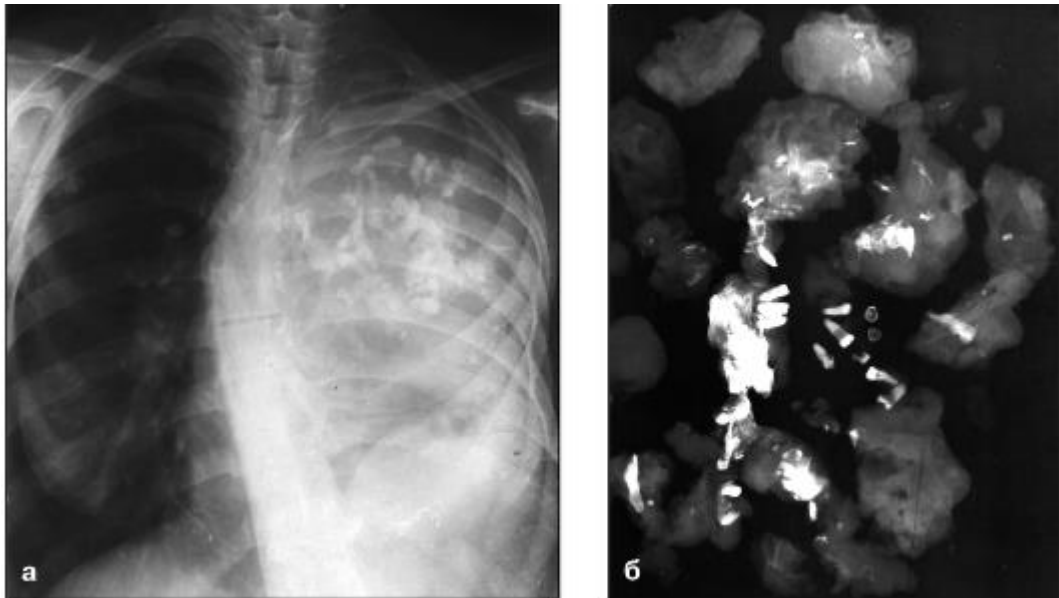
Рентгенограма Грудної клітини у прямій проекції (а) та рентгенограма віддаленої освіти (б). Тератома середостіння
